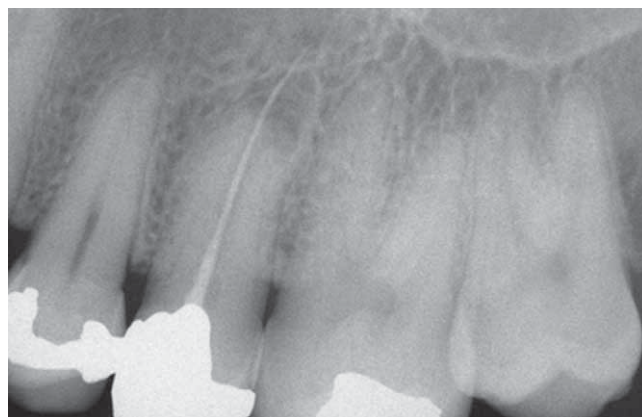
1996/05 – 25 Rx di controllo effettuata tre anni dopo la prima visita: la radiotrasparenza periapicale è più estesa. L'elemento è asintomatico.
